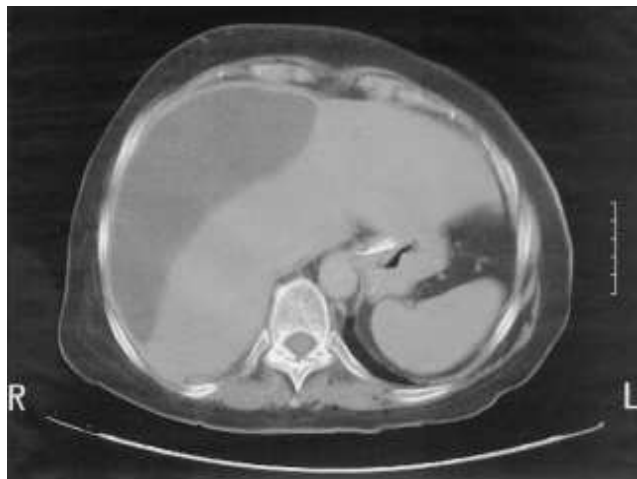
Bilome sous capsulaire du foie à la TDM abdominale.
